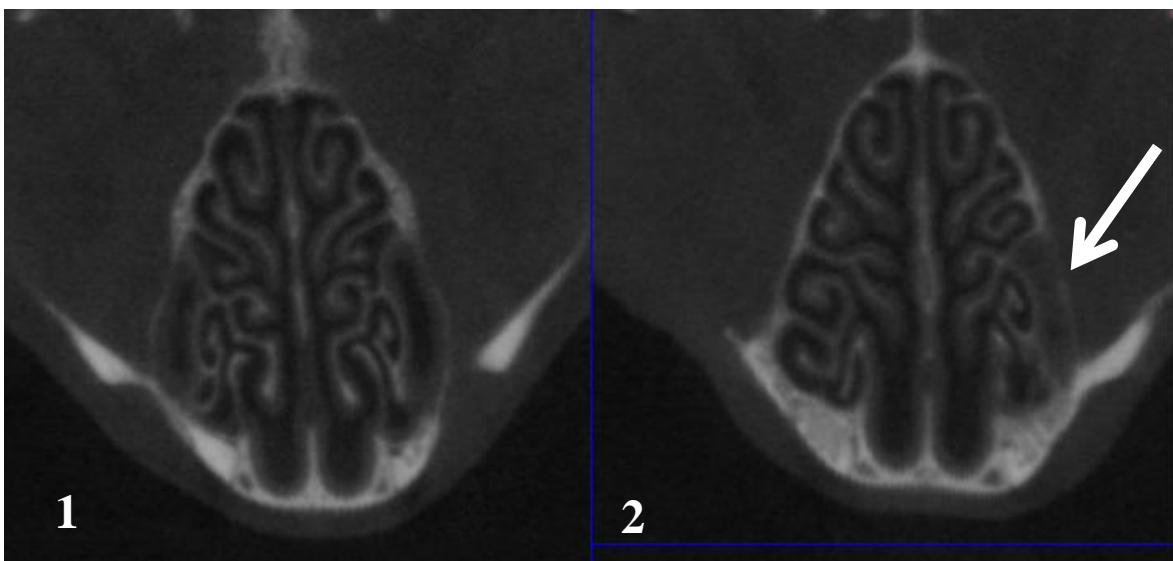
La imagen 1 muestra la sección coronal de los cornetes nasales de un sujeto control tomada mediante tomografía computarizada (CT) a día 104. La imagen 2 muestra la misma sección de un sujeto experimental a día 104. La zona señalada se corresponde con una invasión del espacio aéreo.
